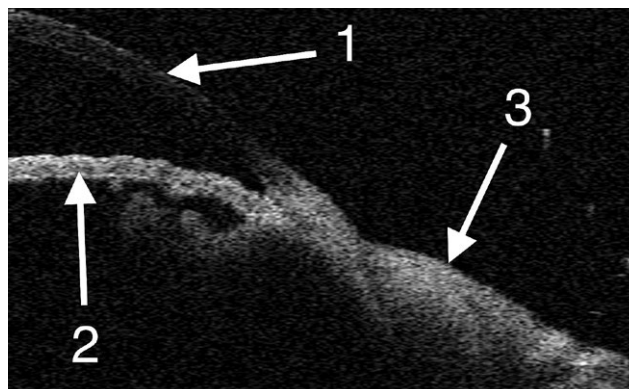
Оптическая когерентная томография на 21-е сутки после операции: 1 — роговица, 2 — радужка, 3 — конъюнктура в области операции.
